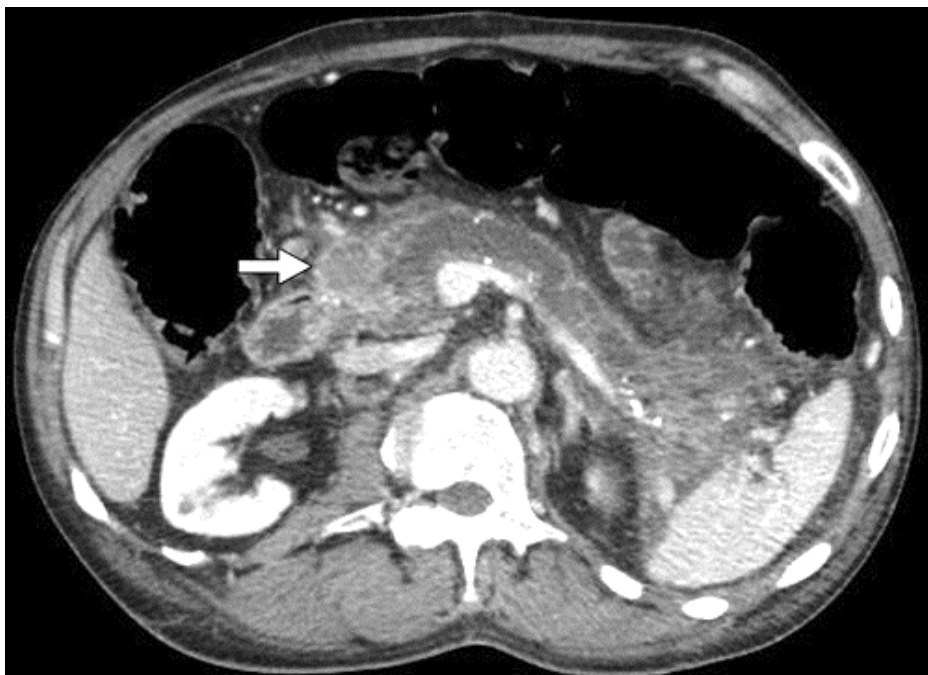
L'image TDM axiale après injection, objective une dilatation du CPP en amont d'une masse hypovasculaire (flèche) céphalique, sans dilatation biliaire. La biopsie a été interprétée comme un adénocarcinome. Le patient est resté en vie et en bonne santé 3 ans plus tard. L'échantillon a été réexaminé et réinterprété comme présentant uniquement des cellules inflammatoires, et la masse a finalement été considérée comme une pancréatite chronique focale (262).
